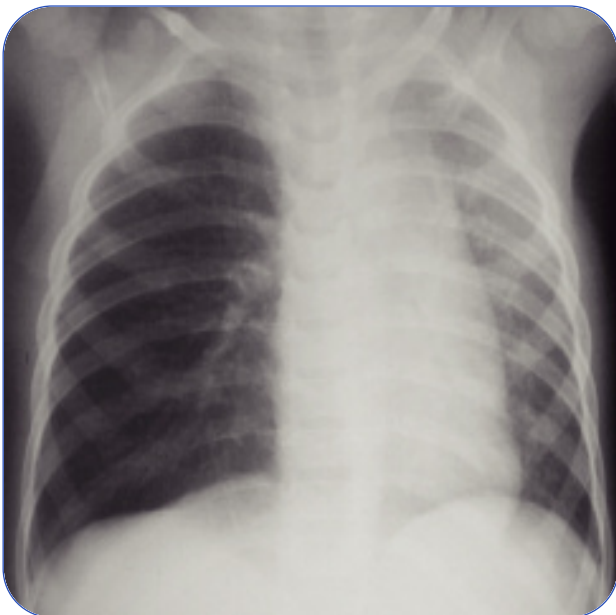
La radiografia al torace evidenzia marcata iperdistensione del polmone di destra dovuta ad occlusione con meccanismo a valvola del bronco principale destro.
